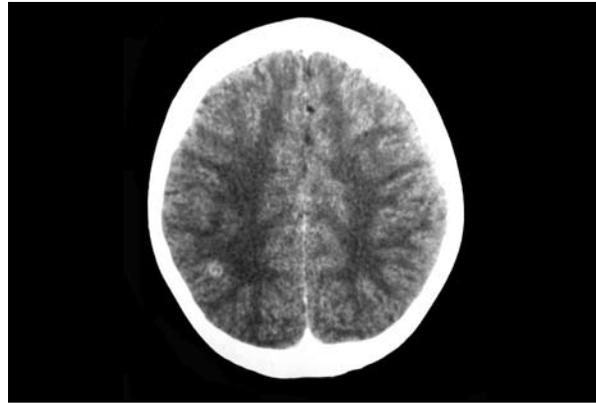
TAC contrastado de paciente de 5 años de edad con lesión en estadio granular en región parietal derecha, de características redondeada con realce anular y centro hipodenso sin edema definido.
